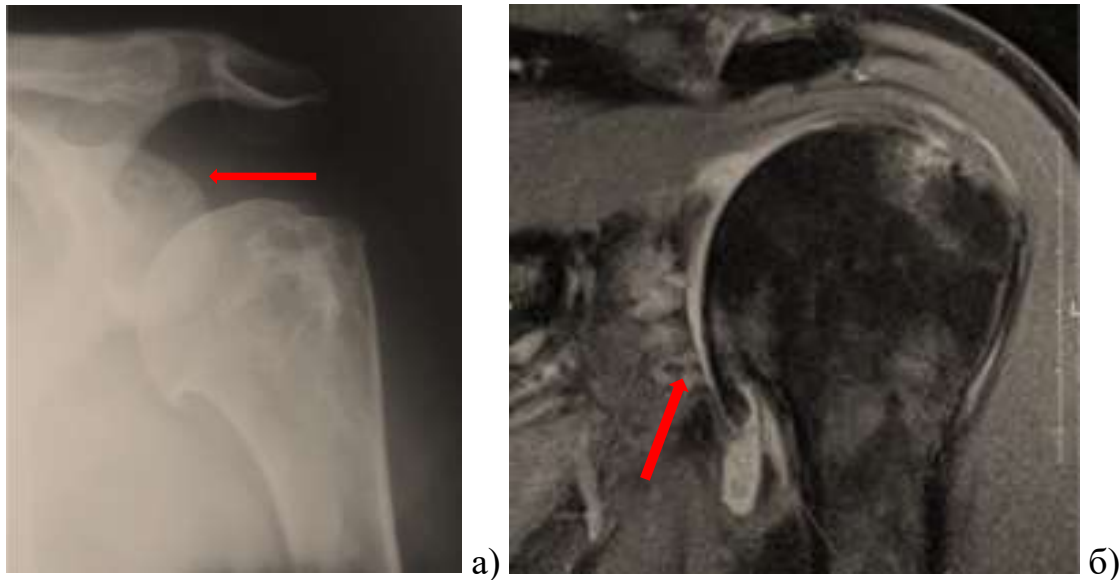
Кісти суглобової западини лопатки (показано стрілками): а) рентгенограма пряма проекція; б) МРТ фронтальний зріз.
